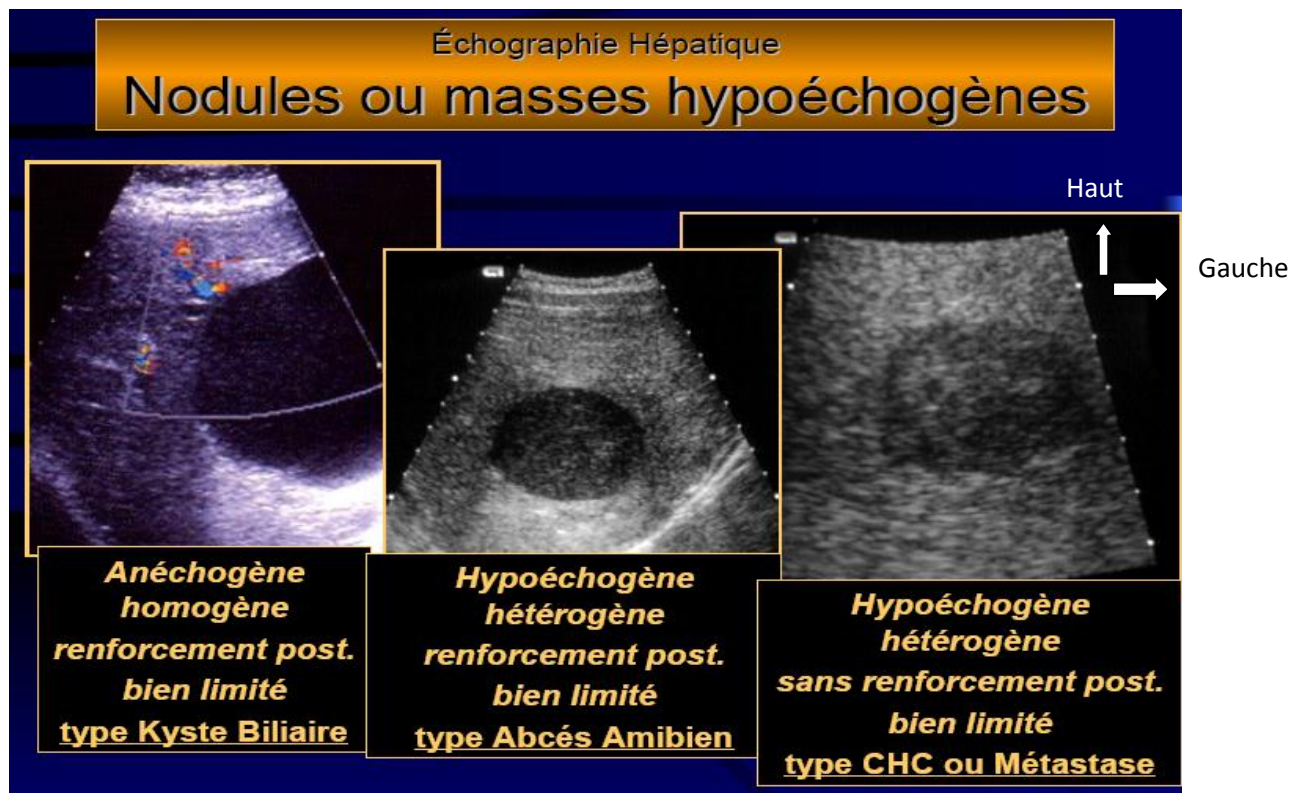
Sémiologie échographique typique d'abcès amibien hépatique, de carcinome hépatocellulaire, de kyste biliaire. [28]
